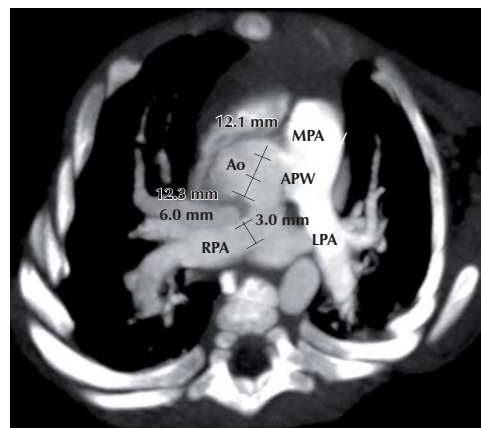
Angiotomografía axial de corazón y grandes arterias que muestra la ventana aortopulmonar, la rama derecha de la arteria pulmonar surgiendo desde la aorta ascendente y la arteria pulmonar izquierda surgiendo desde la arteria pulmonar principal. Ao: aorta ascendente, MPA: rama pulmonar principal, RPA: rama pulmonar derecha, LPA: rama pulmonar izquierda.
